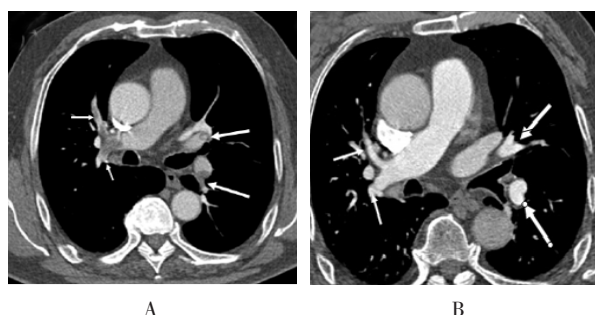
CT images before and after intravenous and pulmonary artery combined interventional thrombolysis
